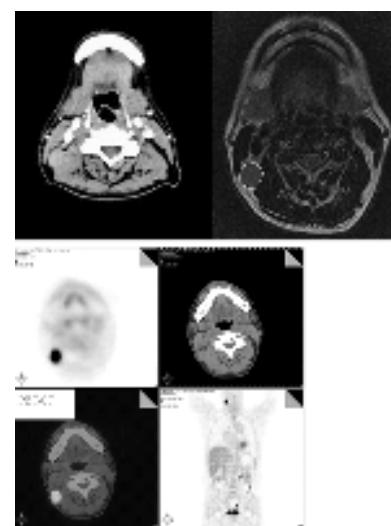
CT、MRI和PET-CT发现的颈部淋巴结肿大
